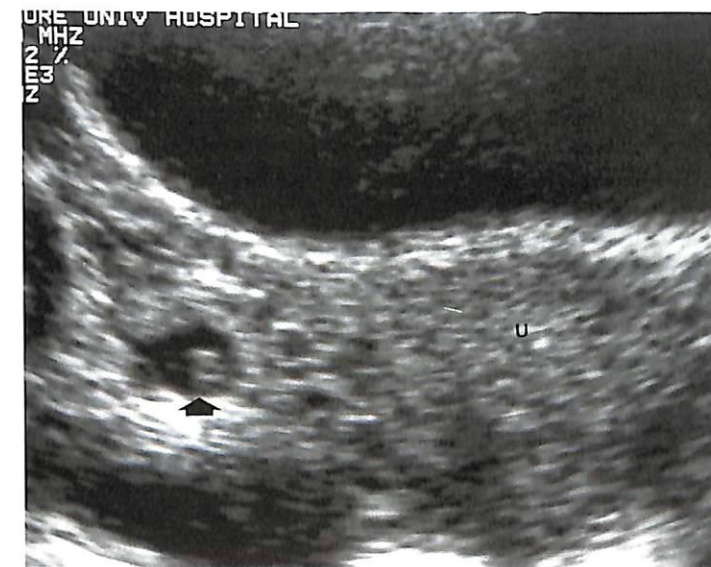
Эктопическая беременность, поперечный срез. Стрелка указывает на эктопический гестационный мешок в области придатков справа у 16-летней девочки с аменореей. В полости матки беременность не обнаруживается. U, матка. (Из Cohen HL. Evaluation of the Adolescent and Young Adult with Amenorrhea: Role of US. RSNA Special Course in Ultrasound. Radiological Society of North America; 1996: 171–183. Воспроизведено с разрешения the Radiological Society of North America, Oakbrook IL).
